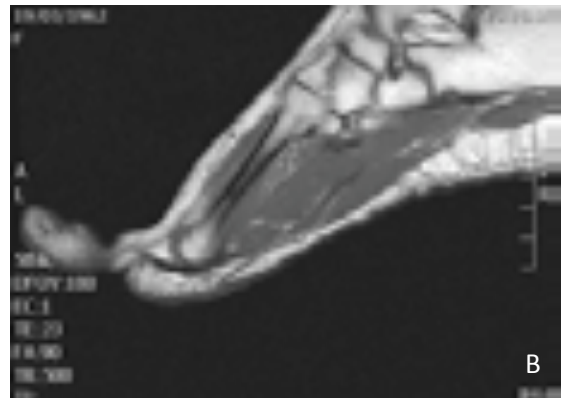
Fractura del 2º metatarsiano no detectable en RX simple (A). En RM realizada 14 días después, en cortes sagitales, se observa hipointensidad en T1, (B) e hiperintensidad en T2, (C) en relación con edema óseo y una pequeña zona lineal hipointensa por esclerosis en relación con inicio de callo de fractura trabecular.
